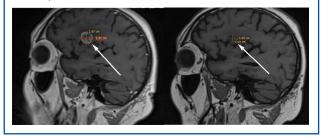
Пациент № 11, сагиттальная проекция, сравнение МРТ головного мозга с КУ от февраля 2022 г. (слева) и от апреля 2022 г. (справа), уменьше целевого очага в левой теменной доле.
